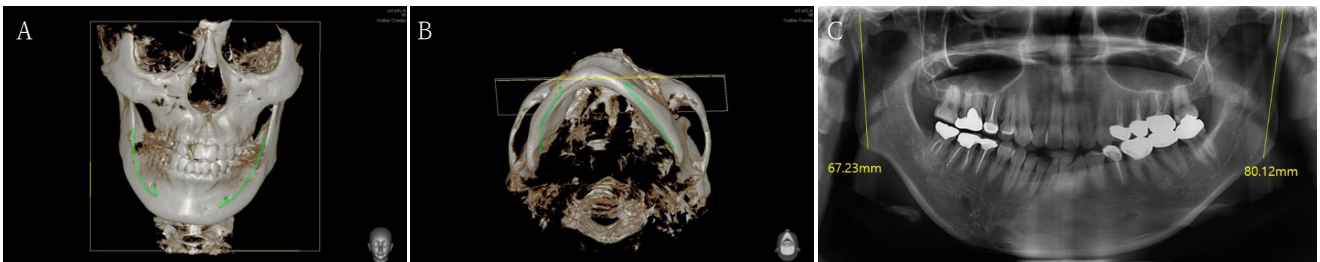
A. 3D facial CT (frontal view). B. 3D facial CT (submentoververtex view). C. Panoramic radiograph.
